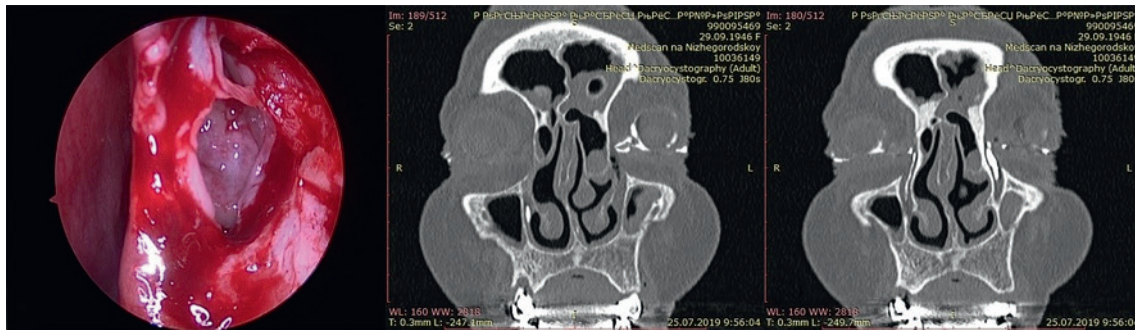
А – Эндоскопическая картина крупной клетки Agger Nasi, вскрытой во время проведения эндоназальной дакриоцисториностомии. Б, В – КТ картина контрастирования слезных путей с двух сторон. Крупная клетка Agger Nasi. Контрастное вещество свободно проходит в полость носа справа, слева контрастирование слезных канальцев и слезного мешка с блоком прохождения контрастного вещества на уровне носослезного канала
